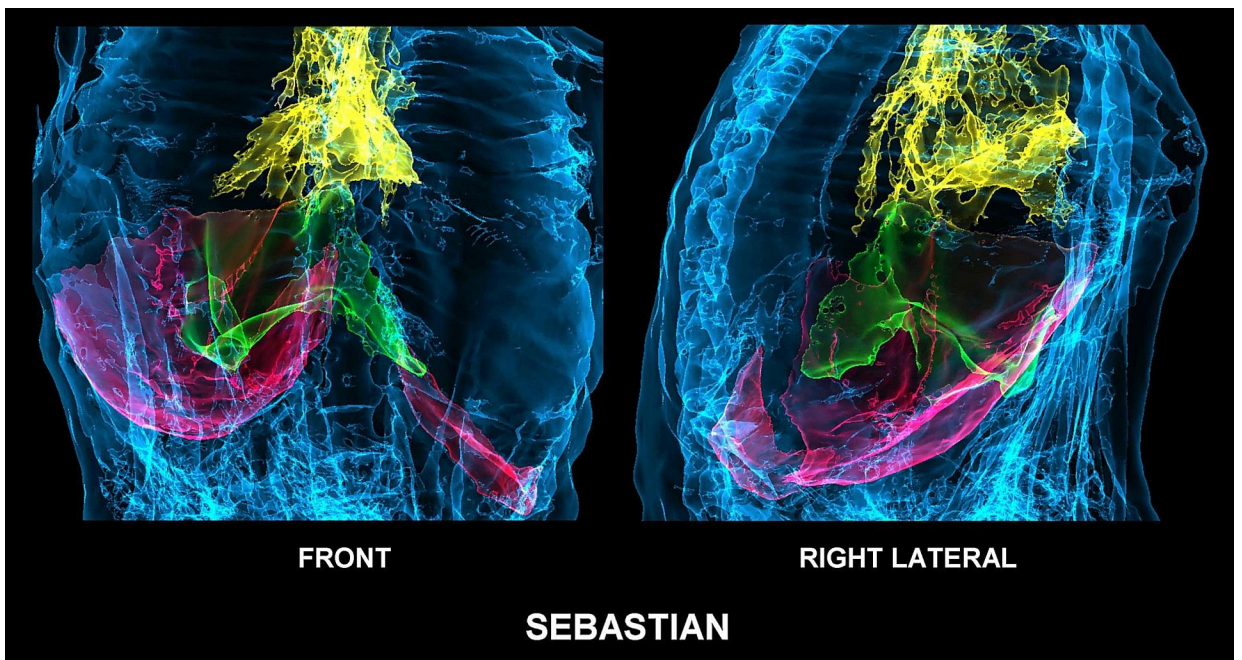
TC en 3D que muestra hemidiafragmas deprimidos con hemotórax bilaterales (en rojo) y hematoma subfrénico (en verde). El corazón (en amarillo) parecía parcialmente colapsado.
